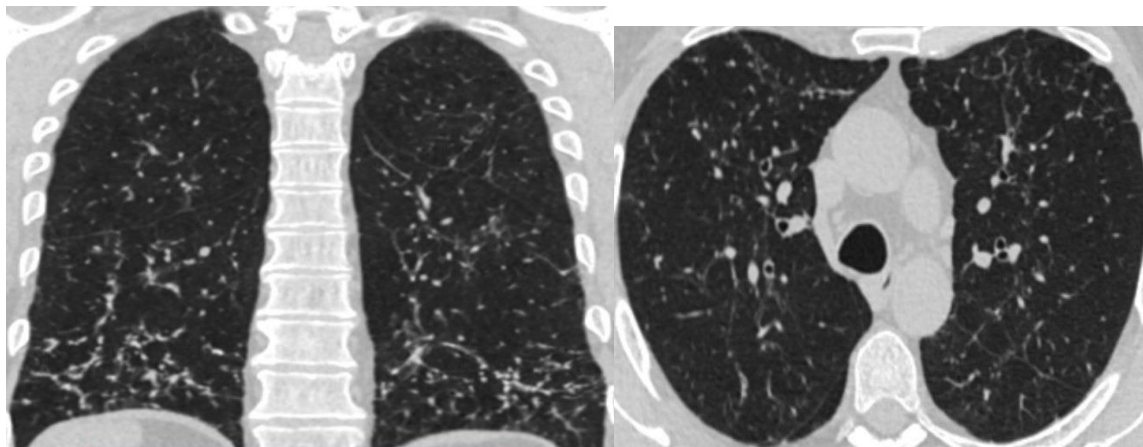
КТ. Диссеминированное двустороннее поражение легких. Участки уплотнения легочной ткани по типу " матового стекла" и "древа в почках" в
